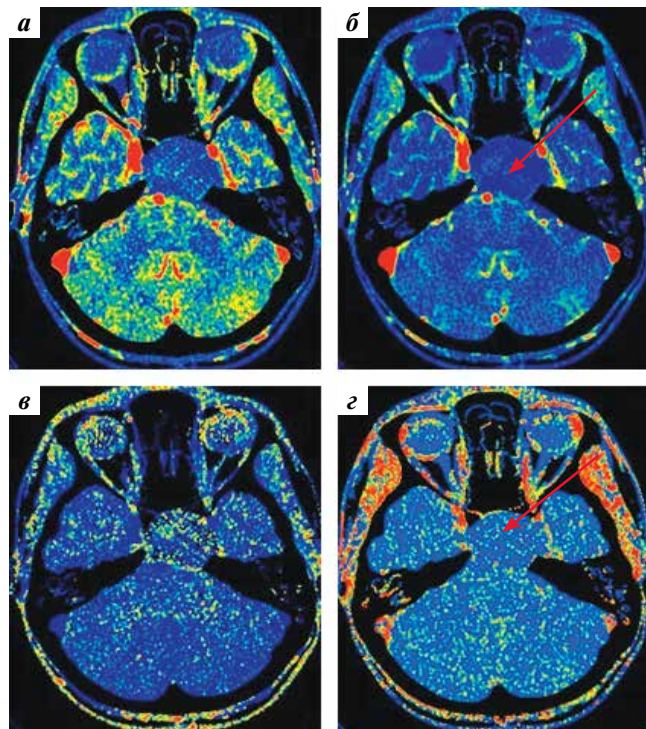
Перфузионная спиральная компьютерная томография. Адамантинозная краниофарингиома (указана стрелками): а — скорость кровотока; б — объем кровотока; в — среднее время транзита крови; г — микроваскулярная проницаемость. Опухоль характеризуется пониженными показателями
